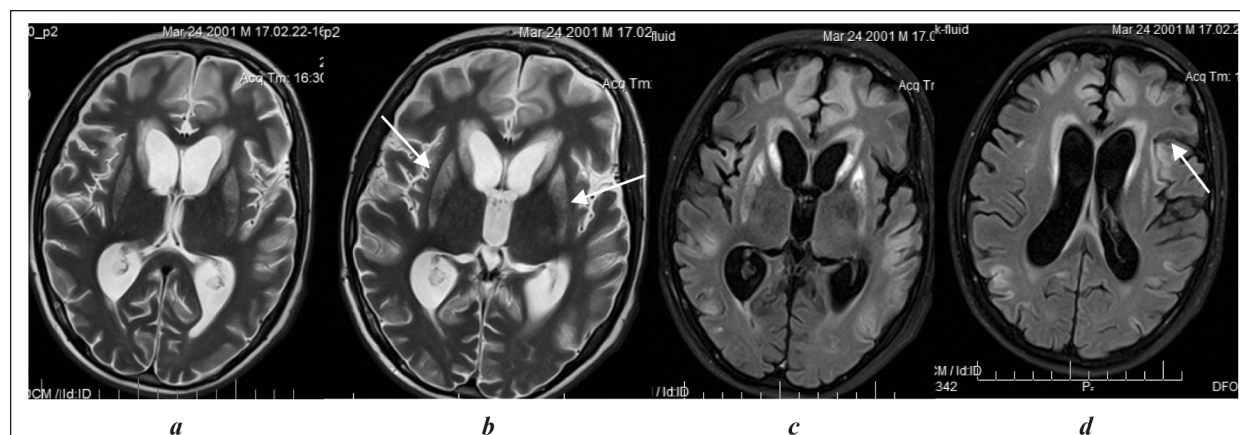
МРТ головного мозга (аксиальная плоскость) пациента К. 18 лет.
